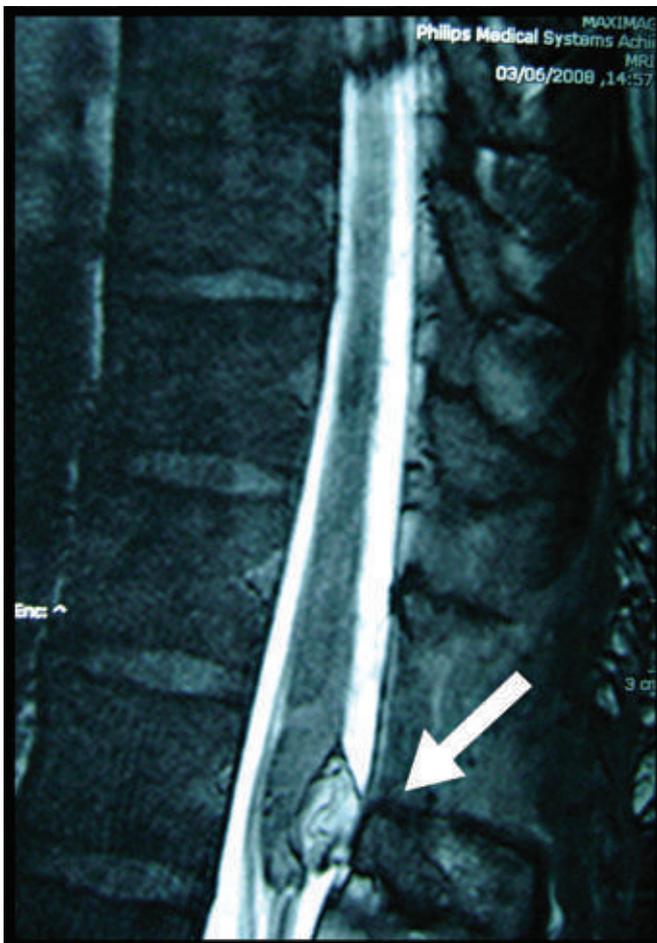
RM (corte sagital) de coluna vertebral, com seta indicando a localização do lipoma.
